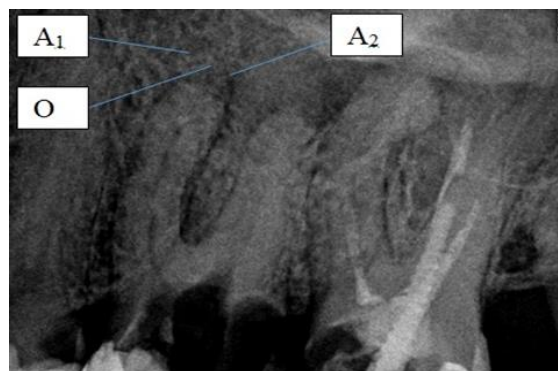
Прицельная рентгенография в области зубов 2.5 - 2.7.
